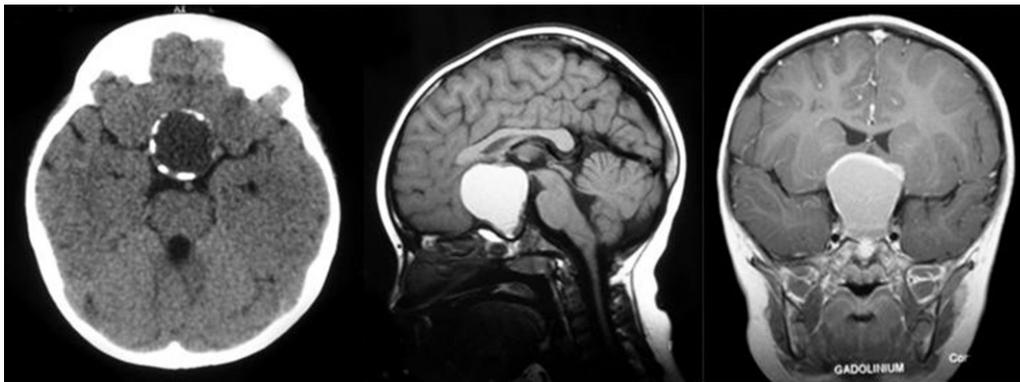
Craniopharyngiome avec calcifications à la TDM (à gauche). En IRM (au milieu et à droite), tumeur kystique spontanément hyperintense en séquence T1 de par son contenu lipidique, située dans la région sellaire et suprasellaire, avec une prise de contraste marginale supérieure.
